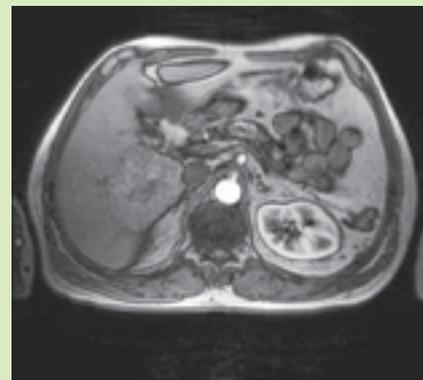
Imagem de RM no plano axial, com sequência T1, após a administração de gadolínio em fase arterial; nódulo hipervascular no segmento VI
